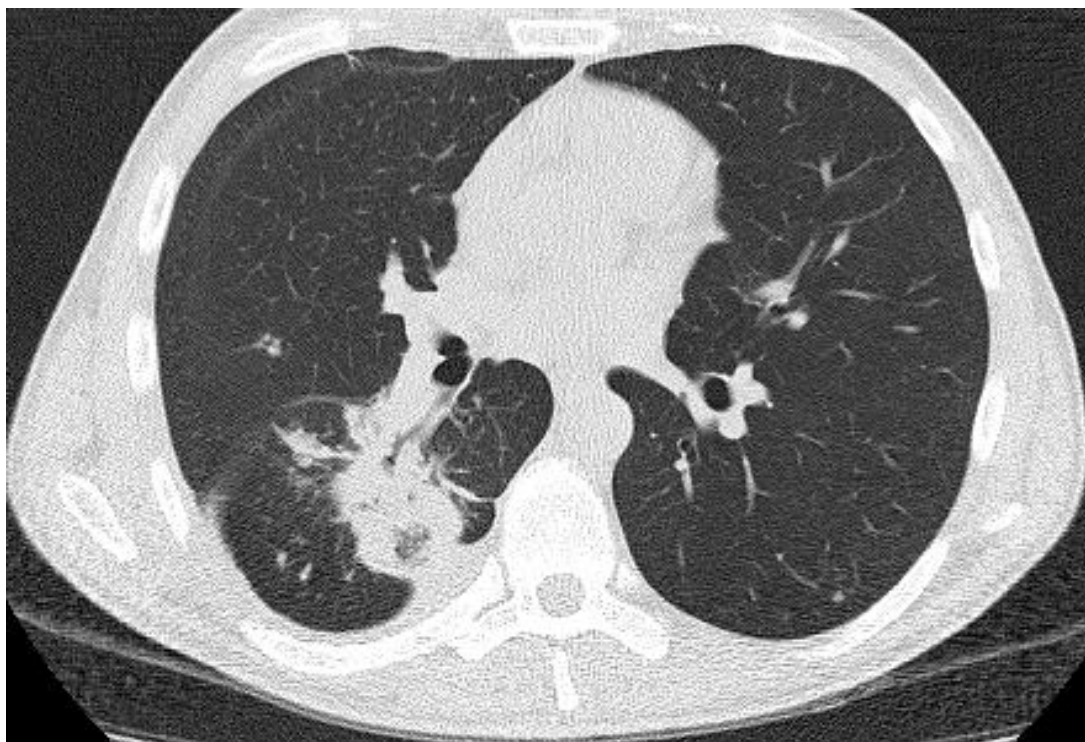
МСКТ ОГК на момент початку ІФ АМБТ: справа інфільтрат невеликих розмірів та вогнища відсіву навколо
